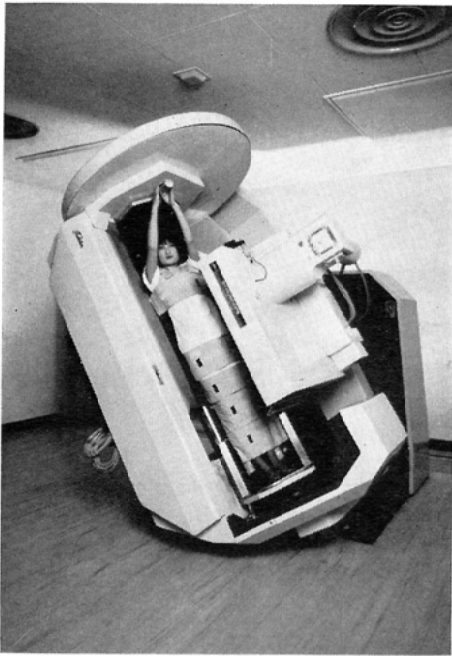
THE UNIVERSAL GYROSCOPIC X-RAY TV APPARATUS
